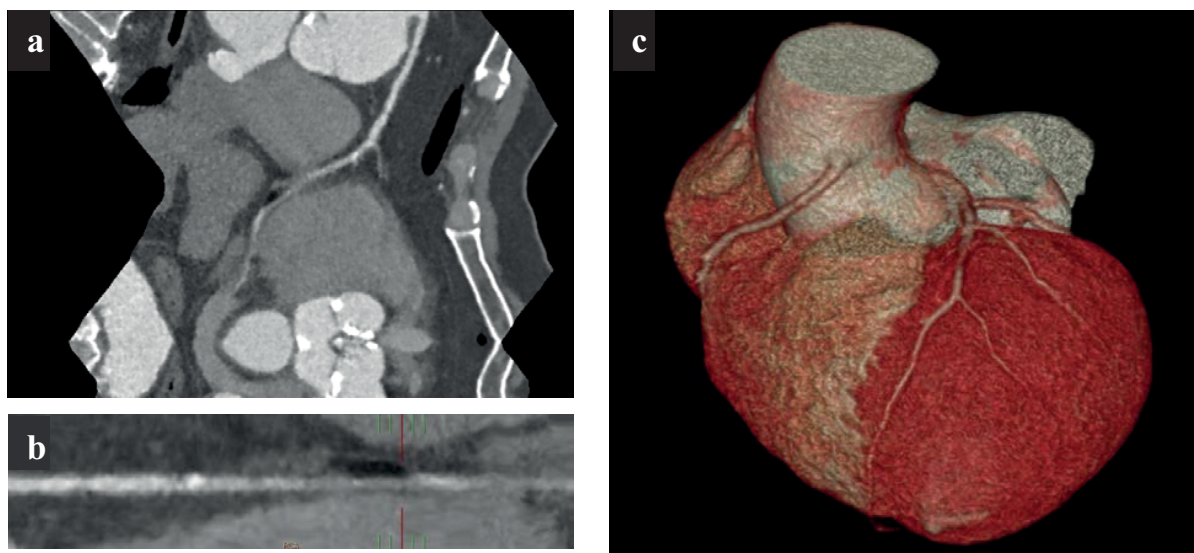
МСКТ – коронарография: а, б – мультипланарная реконструкция: ПКА переходит на заднюю поверхность сердца, гемодинамически значимых стенозов нет, с – трехмерная реконструкция изображения сердца и коронарных артерий с обычным отхождением ЛКА от левого синуса Вальсальвы и аномальным отхождением ПКА от восходящего отдела аорты.
